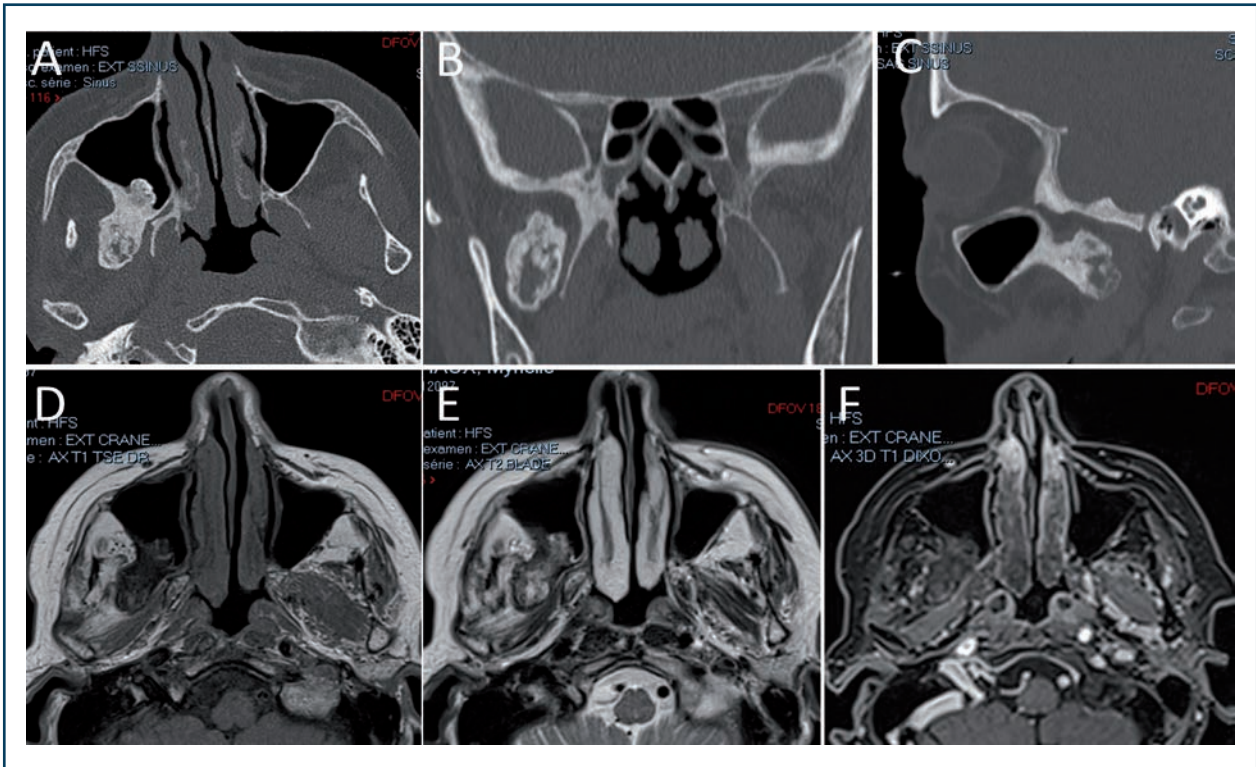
Ostéome mature de la paroi postérieure du sinus maxillaire droit chez une femme de 74 ans découvert lors de l'exploration de douleur sur les territoires 2 et 3 du nerf trijumeau, (A-C) scanner en fenêtre osseuse, (D,E) IRM en séquence T1 (D), T2 (E) et T1 injecté (F).
